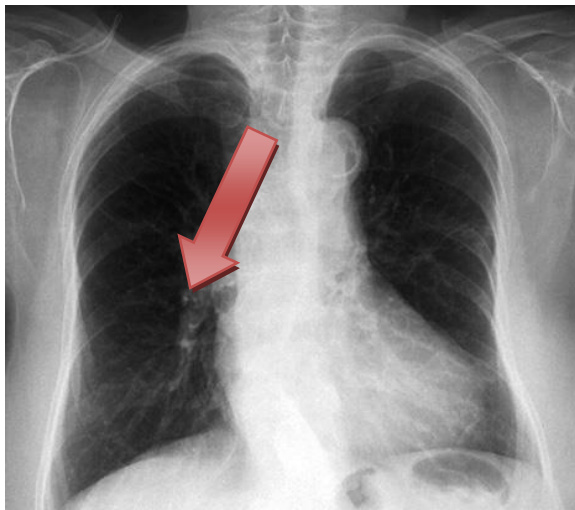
Radiografía de tórax en la que se puede apreciar un derrame pleural en el lóbulo inferior del pulmón izquierdo.
